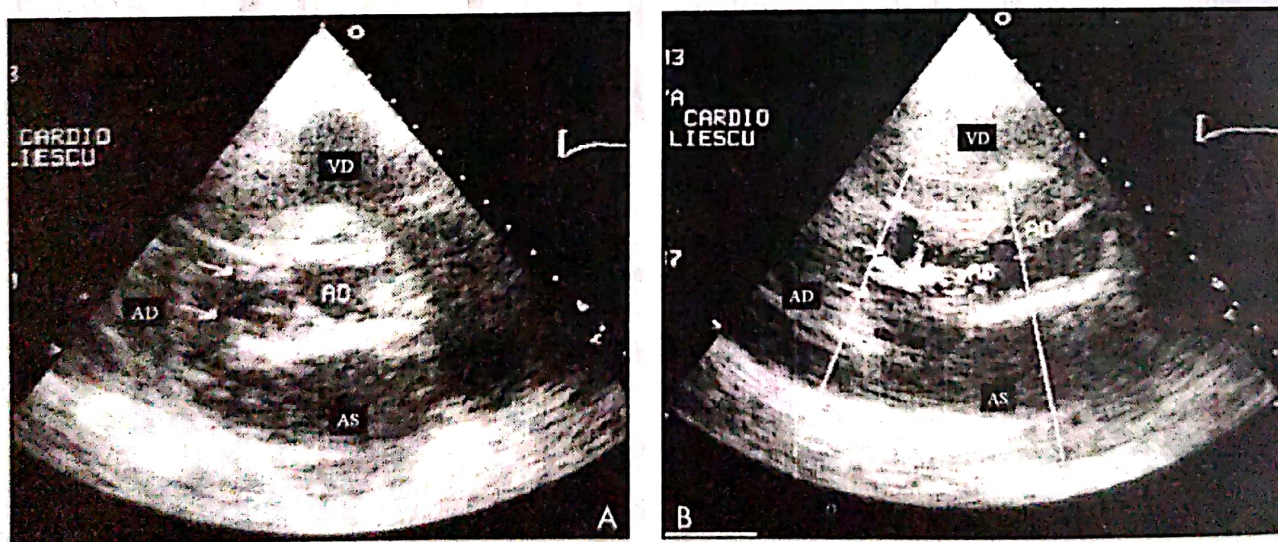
Ecocardiografie transtoracică. Secțiune parasternal ax scurt, la nivelul vaselor mari.
